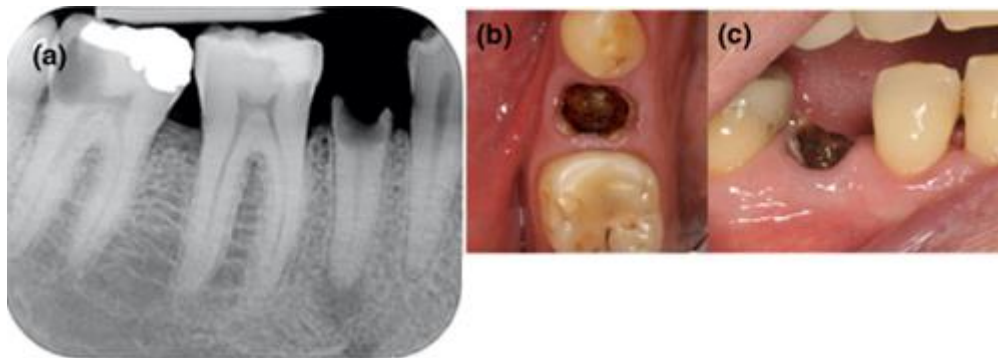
(a) Radiografía dentoalveolar de un segundo premolar inferior con una destrucción coronaria importante, (b) fotografía clínica oclusal, (c) fotografía clínica vestibular. ¹²
